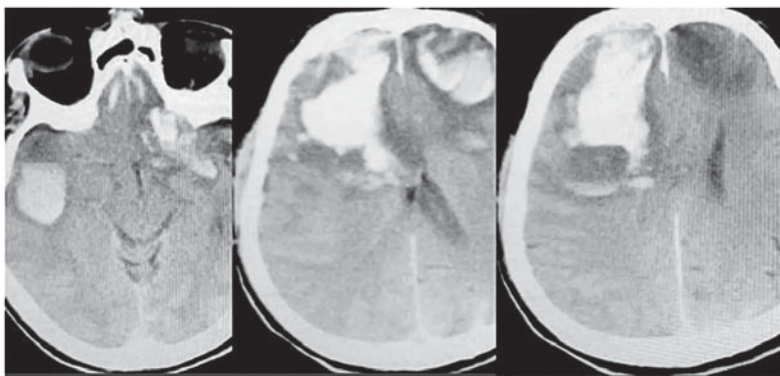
Aspect CT preoperator, la internarea pacientului, ce prezintă ariile masive de contuzie și dilacerare cerebrală în lobii frontali și temporali, compresia ventriculilor cerebrali și a cisternelor bazale.
